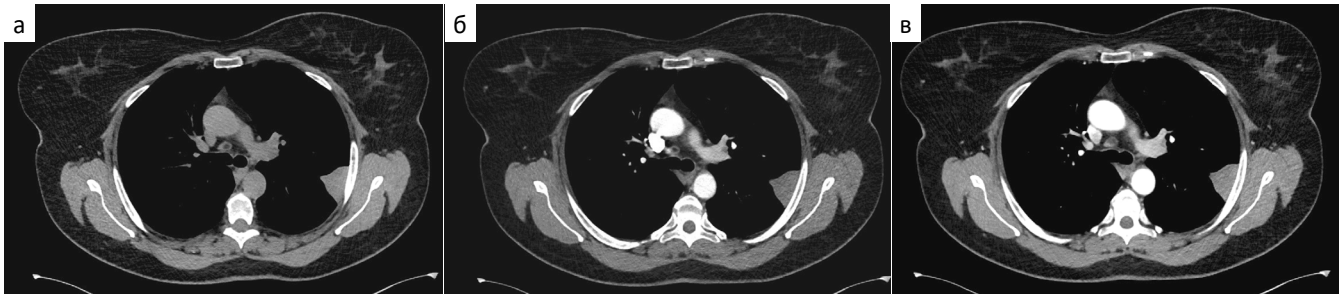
МСКТ органов грудной клетки пациентки К. Аксиальная проекция. Образование в верхнем отделе главной междолевой плевры слева в нативную фазу (2а) со средней плотностью в пределах от 32 HU до 50 HU, в артериальную фазу (2б) со средней плотностью в пределах от 21 HU до 53 HU, в венозную фазу (2в) со средней плотностью в пределах от 18 HU до 53 HU
